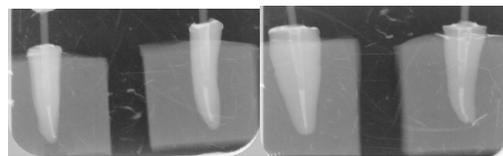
Cemento de Ionómero de Vidrio modificado con resina, Fuji Plus y radiografías finales posterior a la cementación del poste.
